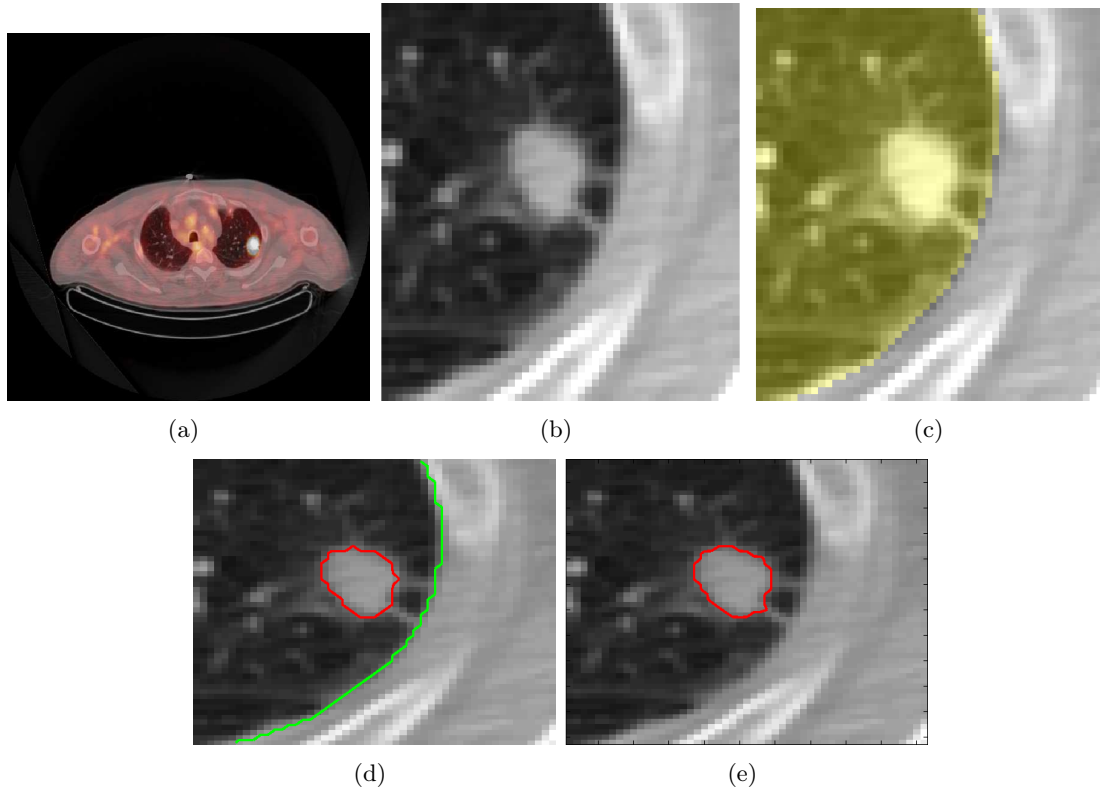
Segmentation d’une tumeur pulmonaire à l’aide de deux termes d’attache aux données différents. (a) Superposition des images TEP et TDM. (b) Zoom autour de la tumeur dans l’image TDM. (c) Masque du poumon (en jaune). (d) Segmentation de la tumeur en utilisant un terme d’attache aux données du type  $r(\mathbf{x}) = \lambda(\mathbf{x})((I - c_1)^2 - (I - c_2)^2)$  dans un masque du poumon (en vert). (e) Segmentation de la tumeur en utilisant un terme d’attache aux données du type  $r(\mathbf{x}) = \log\left(\frac{p_1}{p_2}\right)$  dans une boîte englobante quelconque.
